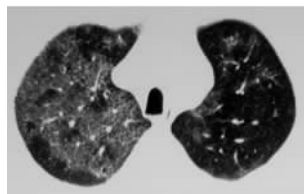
HRCT 显示两肺非对称性分布斑片状磨玻璃影, 病变可延伸至胸膜下
